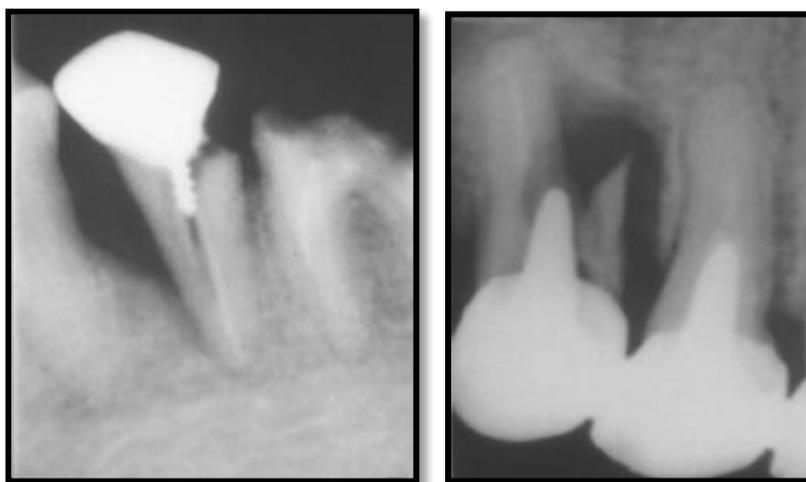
RADIOGRAPHIES RETRO-ALVEOLAIRES MONTRANT UNE FRACTURE RADICULAIRE D'APRES LE COURRIER DU DENTISTE (1)
